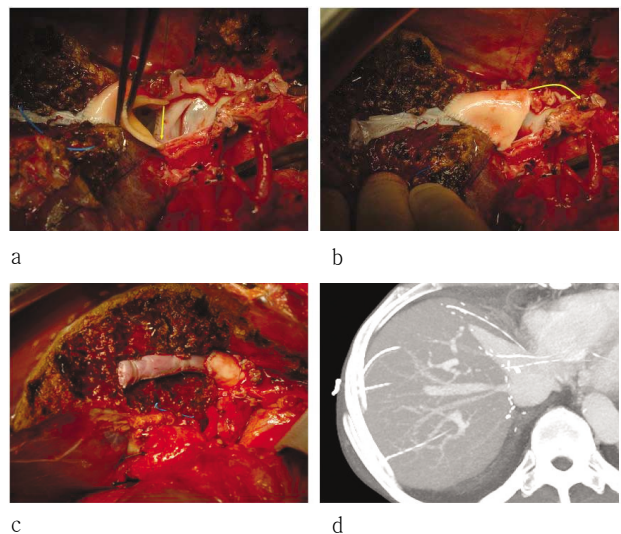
Modified piggyback anastomosis of graft outflow. (a) Posterior wall of graft outflow is first anastomosed to the posterior wall of recipient's RHV (arrow). (b) The roof of the graft outflow cloaca connected to the recipient's caval opening (arrow). (c) After completion of modified piggybacking anastomosis. (d) Postoperative CT shows wide graft outflow.
